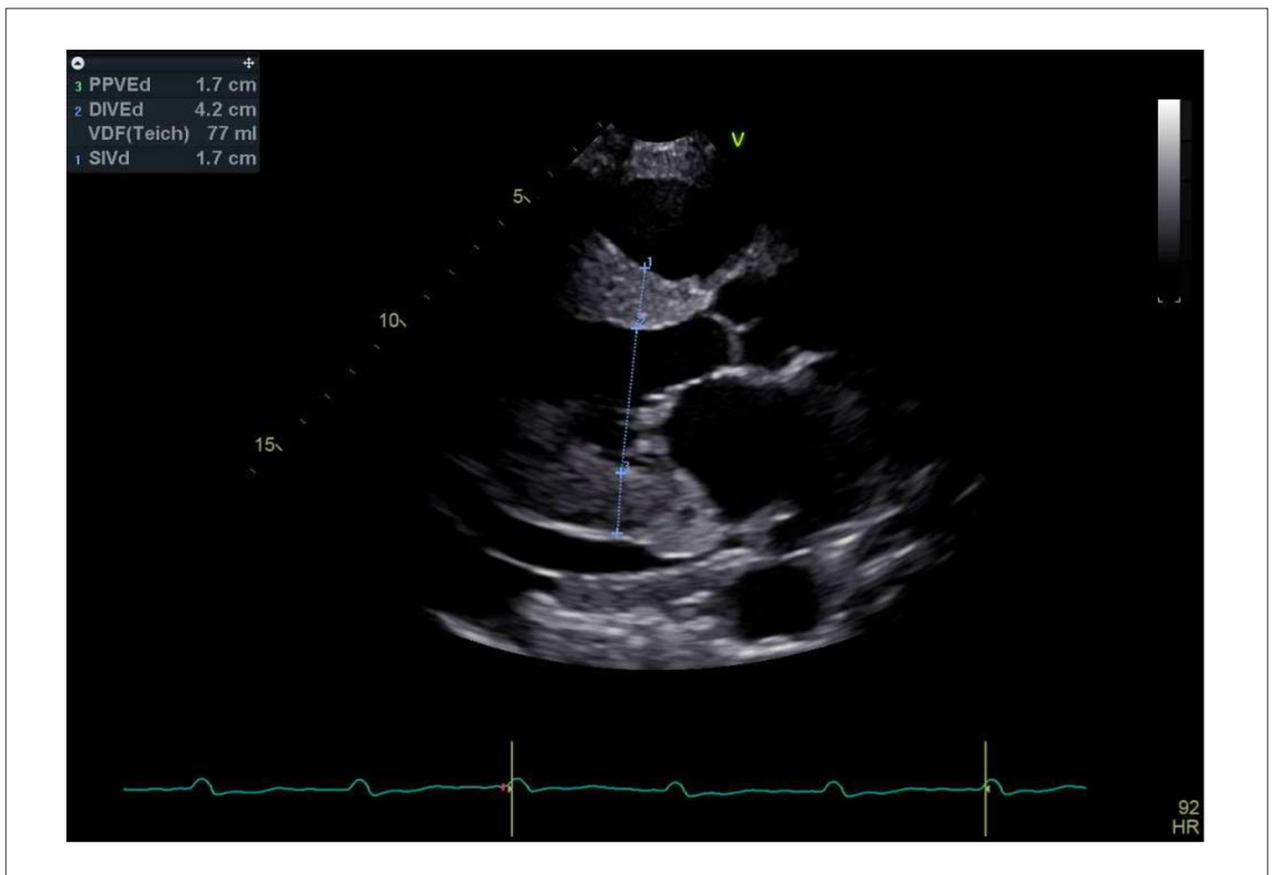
Ecocardiograma com aumento das espessuras das paredes septal e lateral inferior, aumento da espessura do septo interatrial e das válvulas mitral e aórtica e derrame pericárdico.
